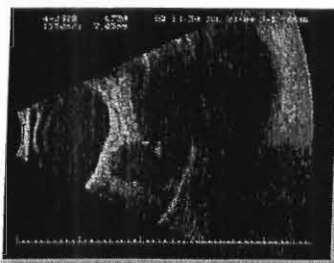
Cystic orbital lesion from 5 to 8 o'clock inferiorly on ultrasound.
